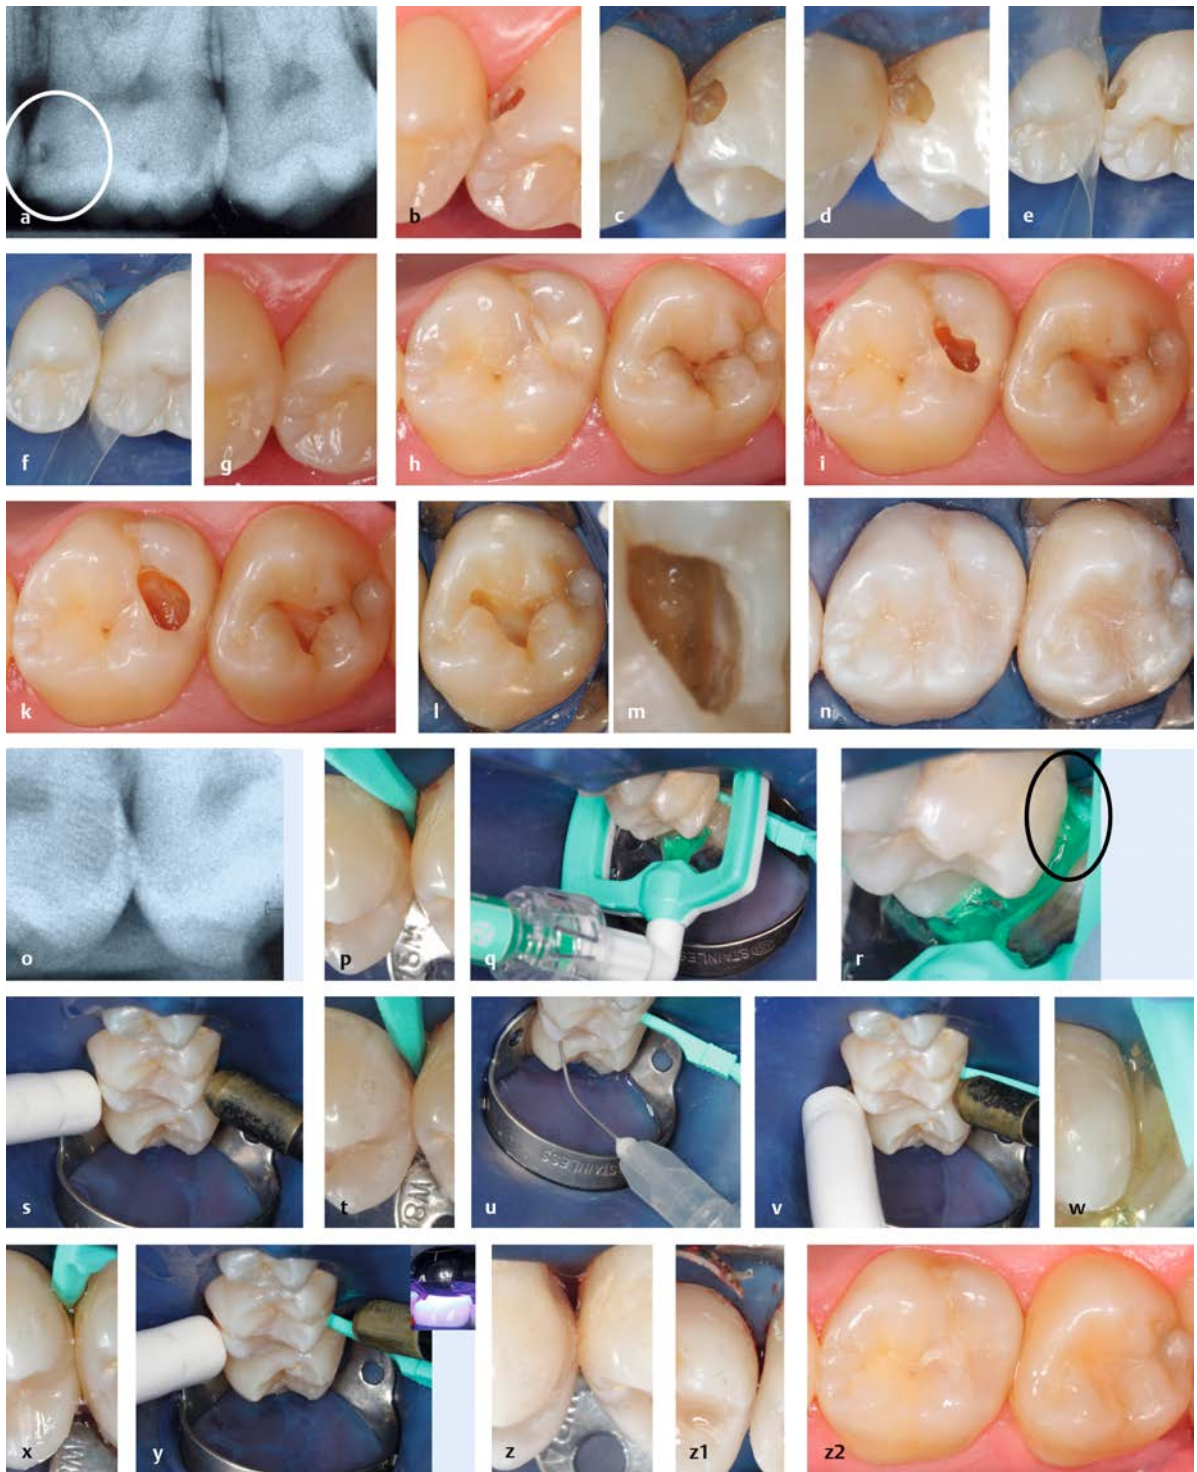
Die Mesialfläche von 26 wies auf der Röntgenaufnahme eine D11-Läsion (a) mit einer makroskopisch sichtbaren Kavitation auf (b). Für einen Zugang zum Dentin wurde mit Diamantbohrern und oszillierender Technik ein Slot in den Zahnschmelz präpariert (c). Weiches Dentin wurde entfernt (d). Ein transparentes Matrizenband wurde verwendet (e) und die Kavität mit fließfähigem Komposit aufgefüllt (f). Die Ränder wurden mit Polierstreifen und Polierscheiben geglättet (g). Wie ausführlich im Text beschrieben, waren an 26 (mesial und okklusal) und 27 (okklusal) Füllungen
